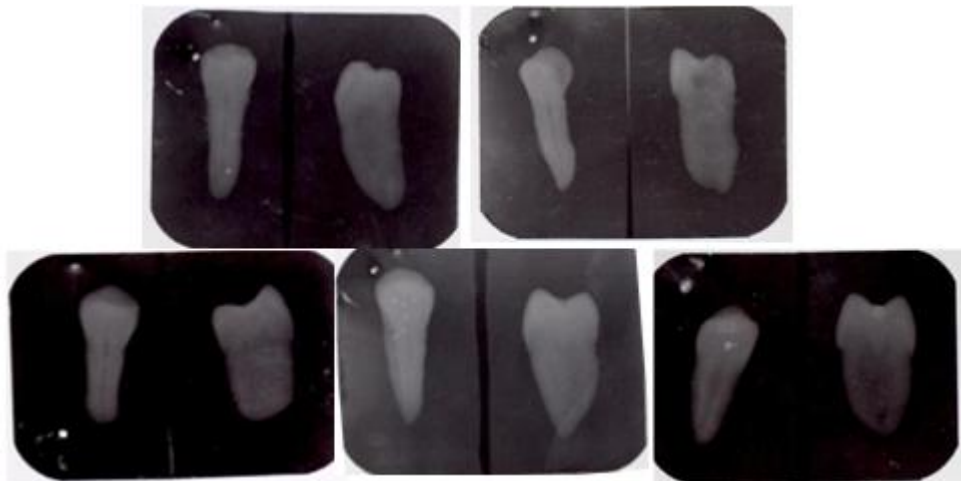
(Radiografías gemelas iniciales).
